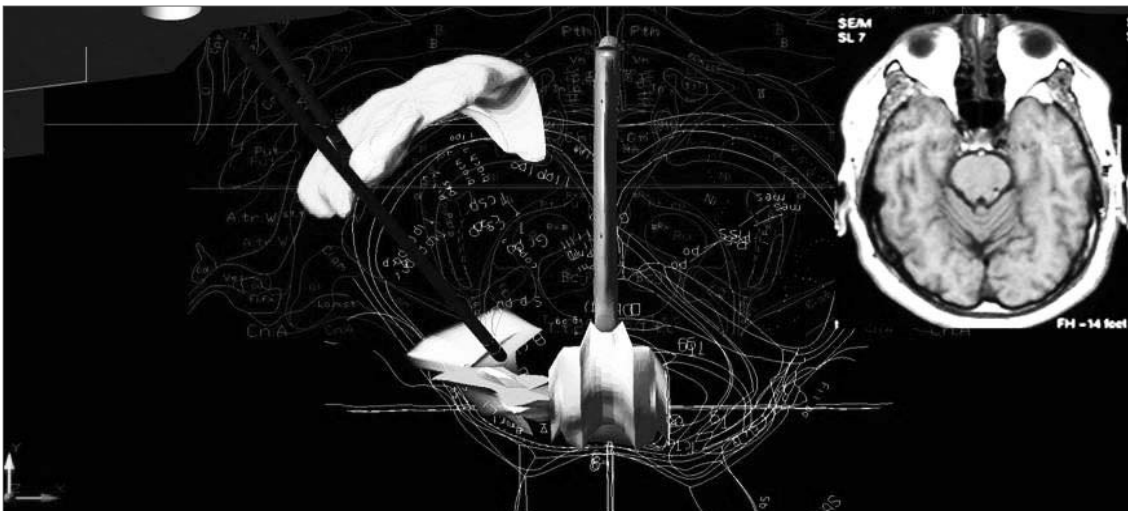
Planificación quirúrgica 3D obtenida de la superposición de los atlas de Paxinos y Huang, y Schaltenbrand y Wharen (axial - 9.5 y Tc 0 - Tc 5). Marrón = 3er ventrículo; amarillo (línea media) = pedúnculos superiores e inferiores; azul = PPTg (pars disseminata); amarillo (lado izquierdo) = PPTg (pars compacta); verde = GPi izquierdo; rojo = trayectorias de los electrodos. Panel superior derecho: Imagen de RM post-quirúrgica de control.
